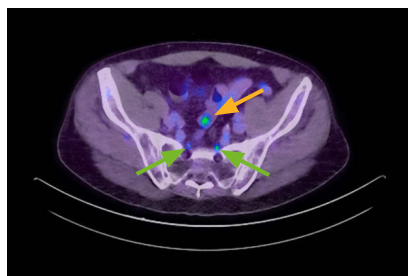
Physiologische Anreicherung von PSMA-Tracer in präsakralen Ganglien (grüne Pfeile) sowie unspezifische Anreicherung im Bereich des Sigmas (orangener Pfeil).
